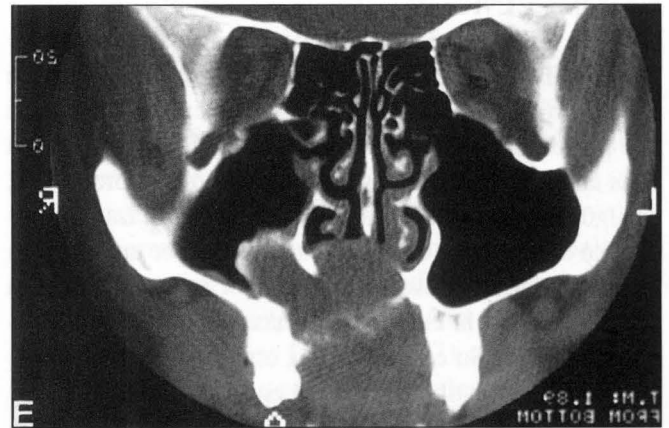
Caso n° 1: Tomografía computarizada donde se visualiza la extensión del quiste con compromiso de la fosa nasal y el seno maxilar derecho.
